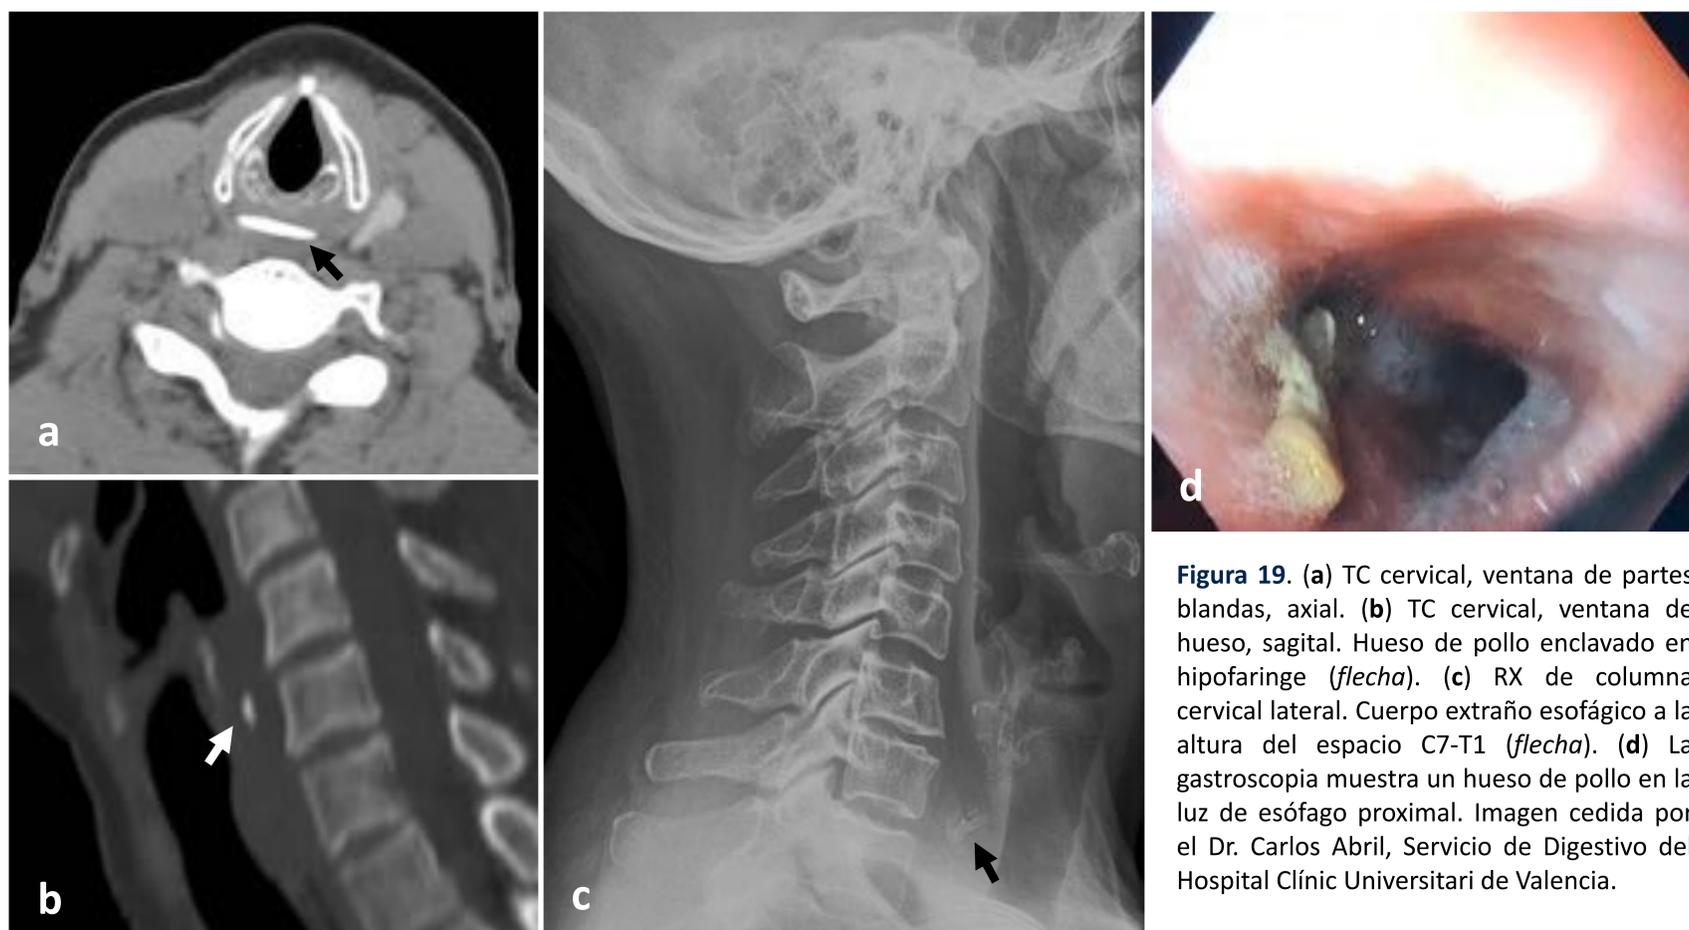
(a) TC cervical, ventana de partes blandas, axial. (b) TC cervical, ventana de hueso, sagital. Hueso de pollo enclavado en hipofaringe (*flecha*). (c) RX de columna cervical lateral. Cuerpo extraño esofágico a la altura del espacio C7-T1 (*flecha*). (d) La gastroscopia muestra un hueso de pollo en la luz de esófago proximal. Imagen cedida por el Dr. Carlos Abril, Servicio de Digestivo del Hospital Clínic Universitari de Valencia.
